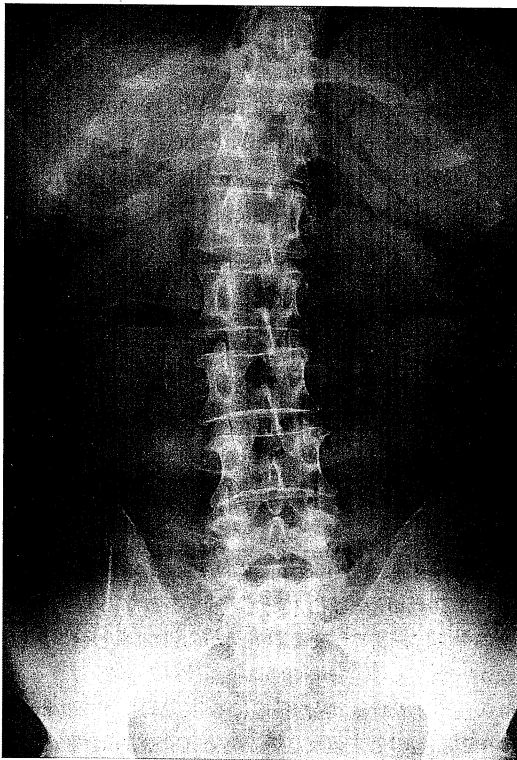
Abdominal plain X-ray showed some nivoau.
